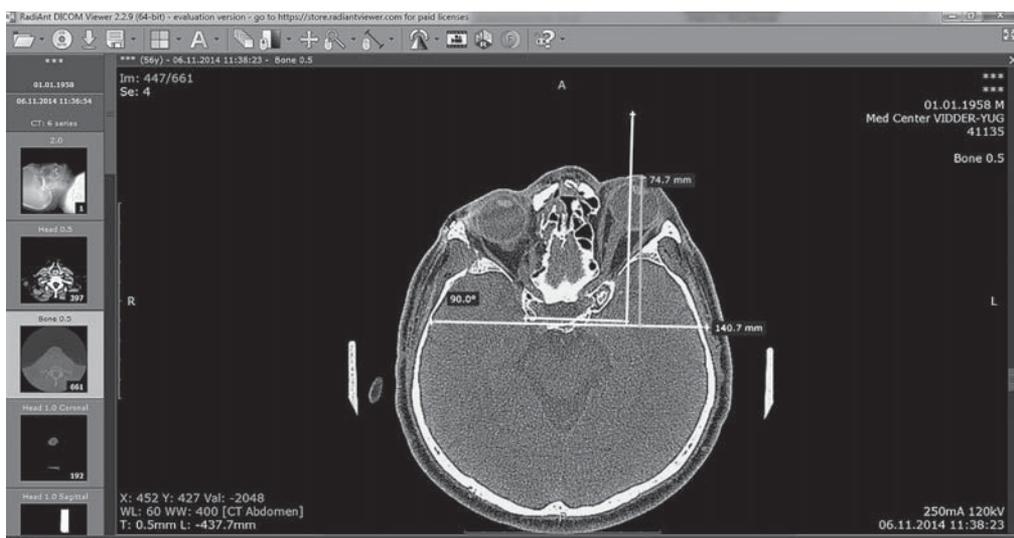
КТ-изображение, построение перпендикуляра от наиболее выступающей точки роговицы левого глаза к референсной прямой. Длина перпендикуляра равна 74,7 мм.
